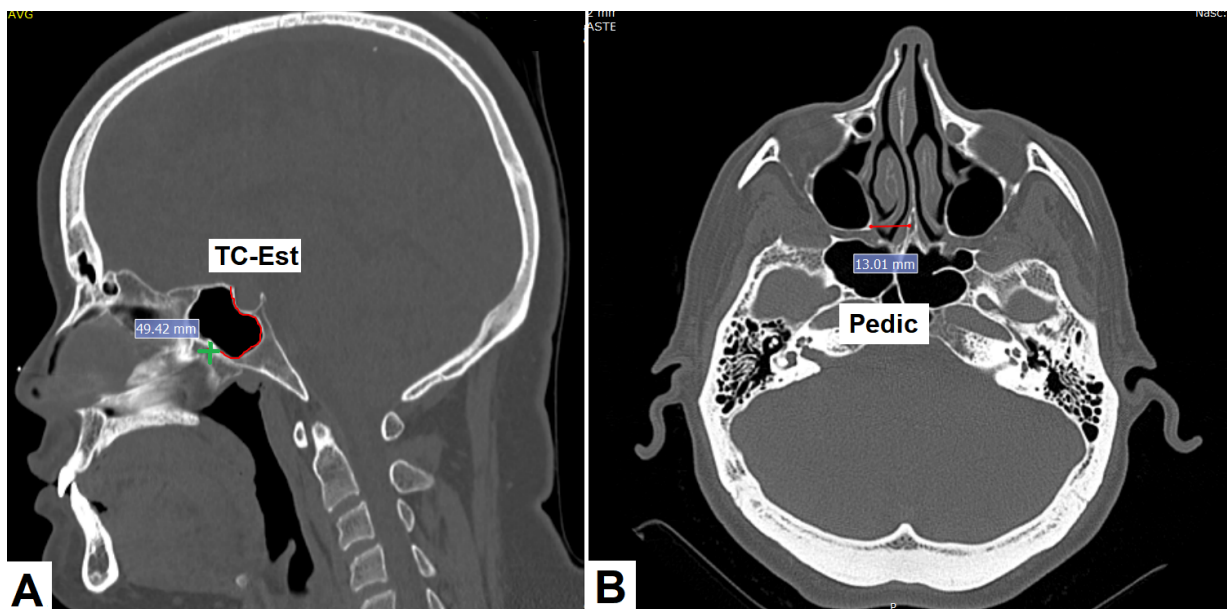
A: TC-Est, medida da projeção do forame esfenopalatino (cruz verde) até o tubérculo selar, em corte sagital mediano. B: Pedic, medida do pedículo do retalho, em corte axial.
